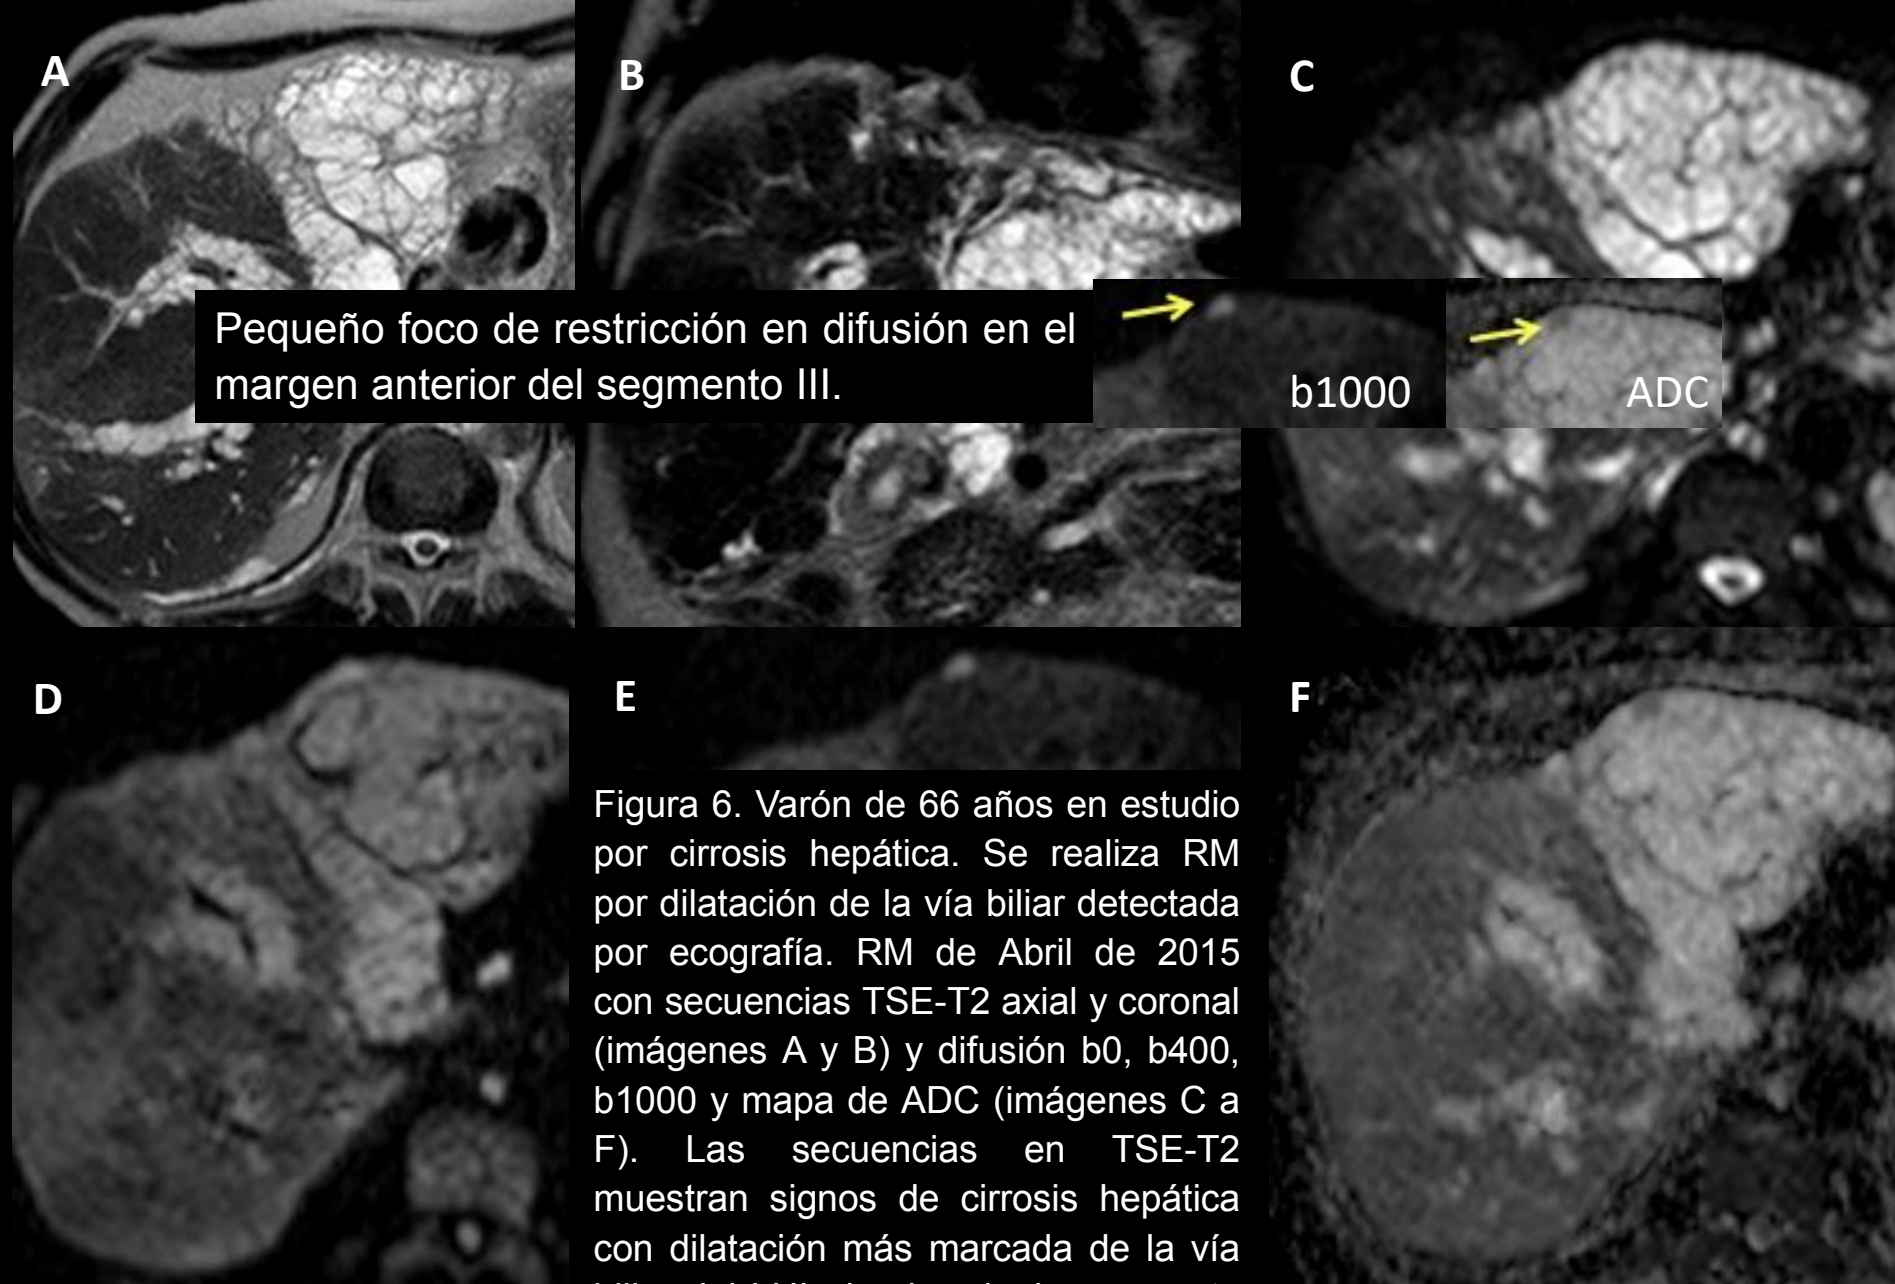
Varón de 66 años en estudio por cirrosis hepática. Se realiza RM por dilatación de la vía biliar detectada por ecografía. RM de Abril de 2015 con secuencias TSE-T2 axial y coronal (imágenes A y B) y difusión b0, b400, b1000 y mapa de ADC (imágenes C a F). Las secuencias en TSE-T2 muestran signos de cirrosis hepática con dilatación más marcada de la vía biliar del LHI, donde adquiere aspecto multiloculado y sustituye la práctica totalidad del parénquima.
